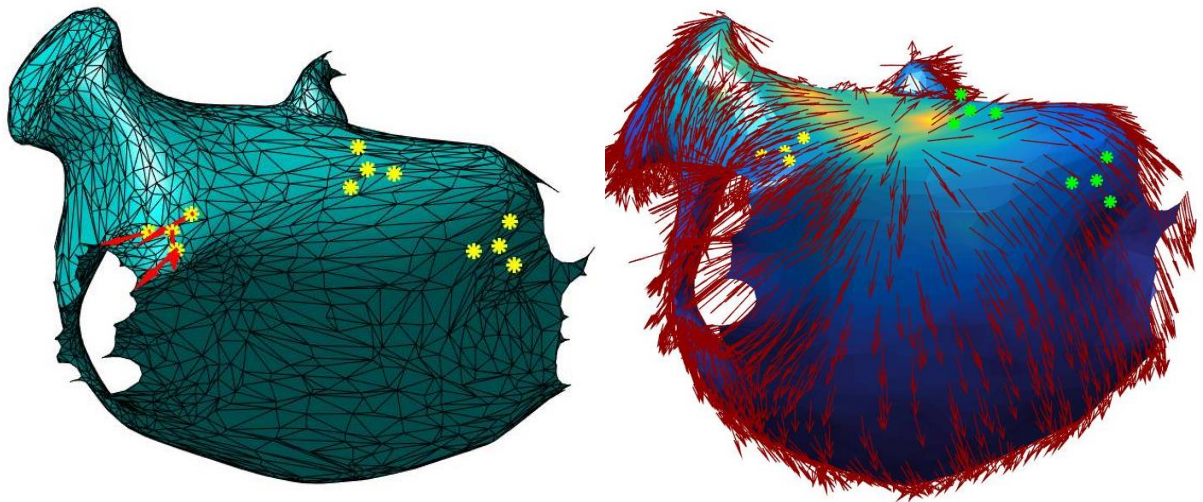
3ª iteración secuencia guiado para ablación. A) CRM y OI locales. B) CRM, OI, RM globales
